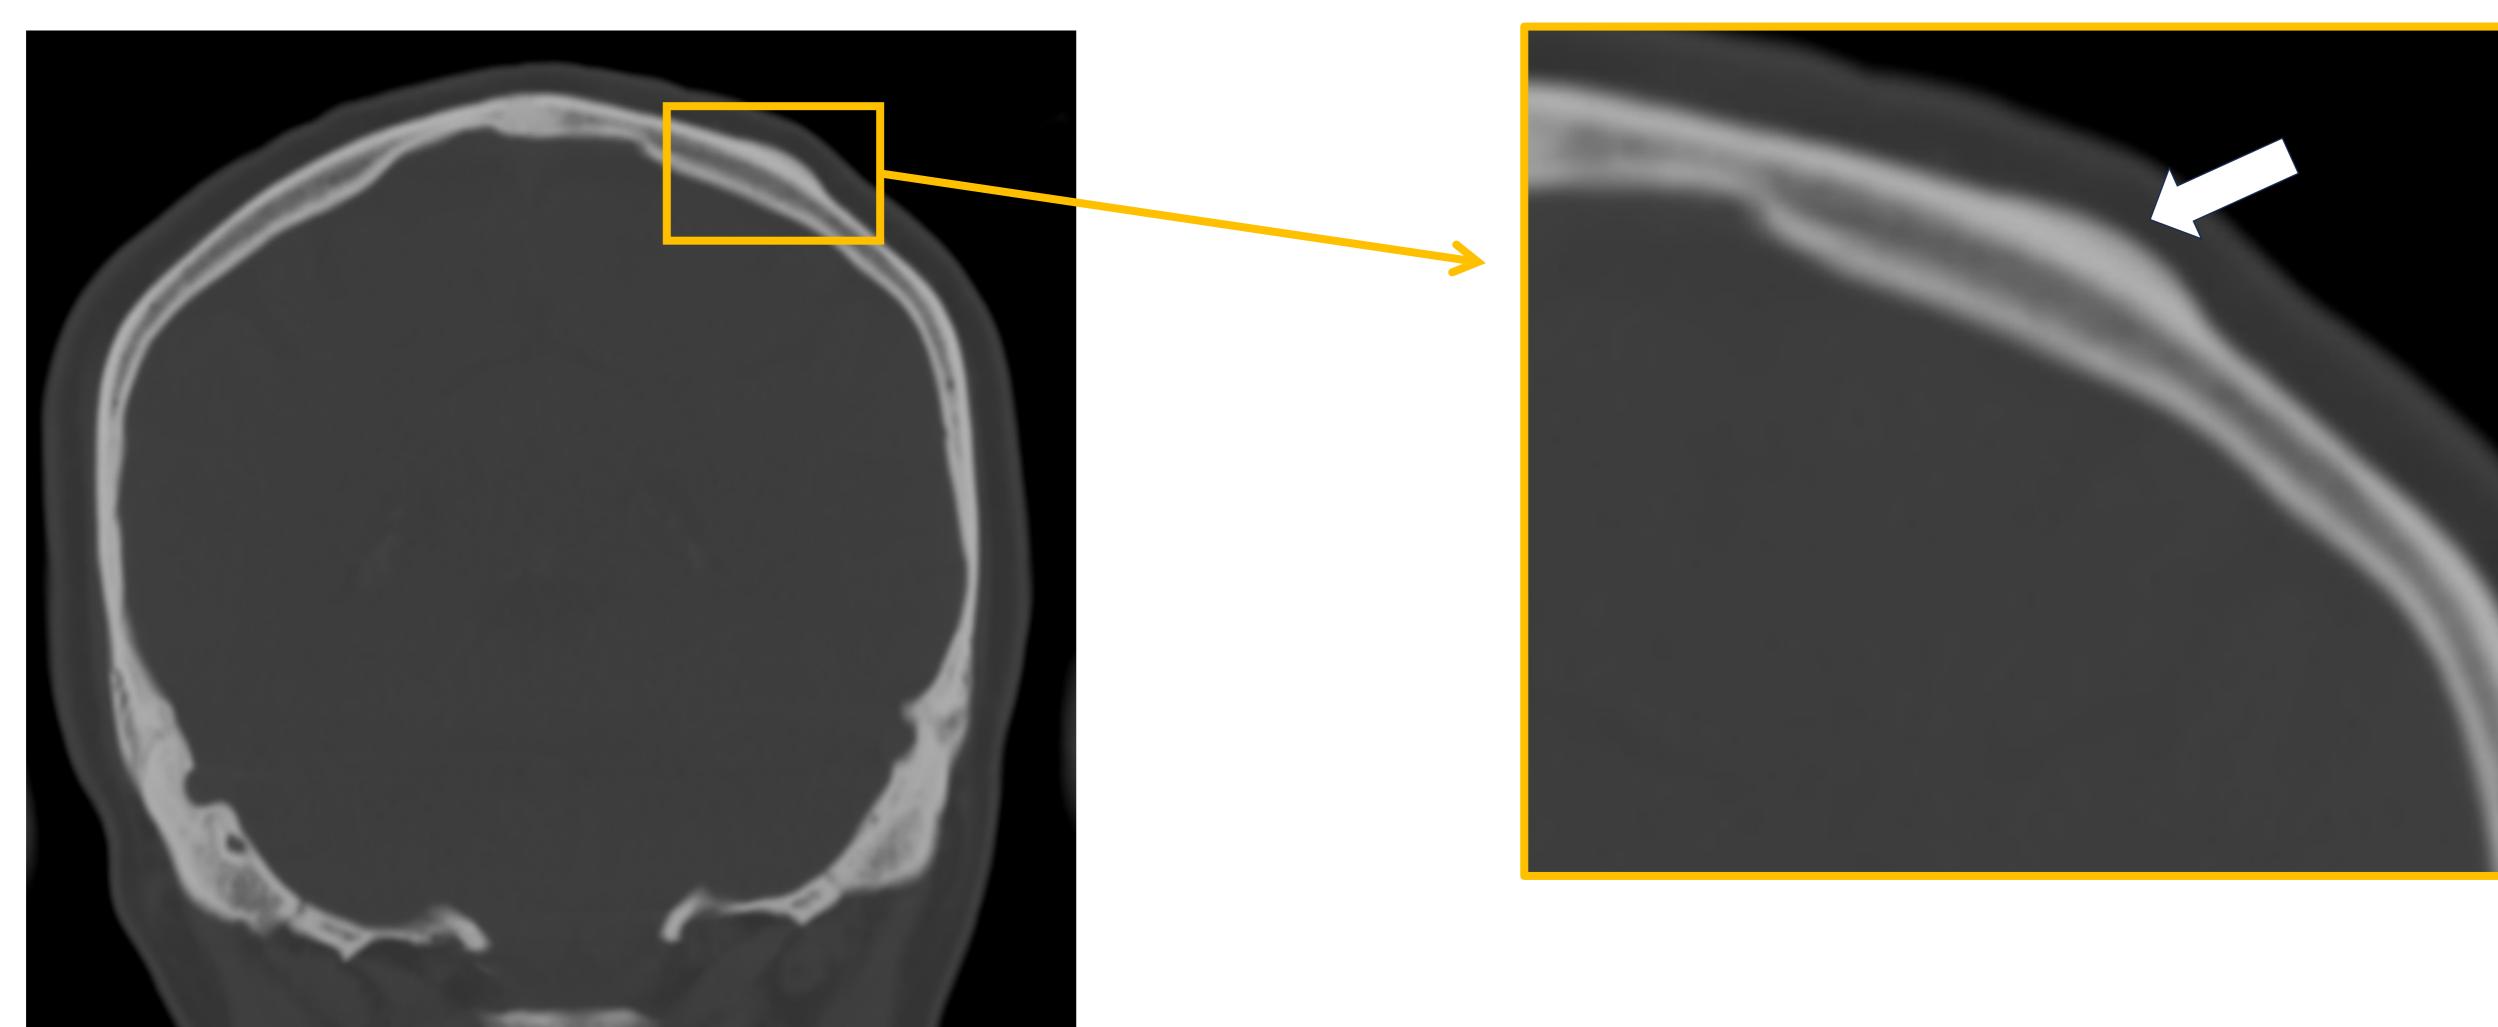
Ventana ósea de TC axial craneal: Osteoma frontal izquierdo dependiente de la tabla externa (flecha).
